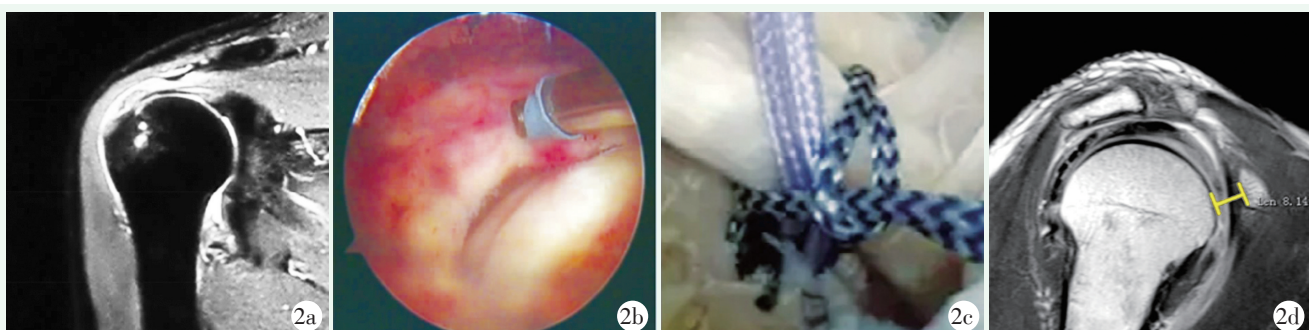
患者,男,63岁,右侧肩袖损伤合并LHBt断裂采用套扎固定。2a:术前MRI示肩袖损伤合并LHBt断裂;2b:术中镜下见肩袖撕裂,局部充血;2c:术中以带线锚钉缝合套扎固定LHBt;2d:术后1年MRI示CHD、CO恢复正常。
